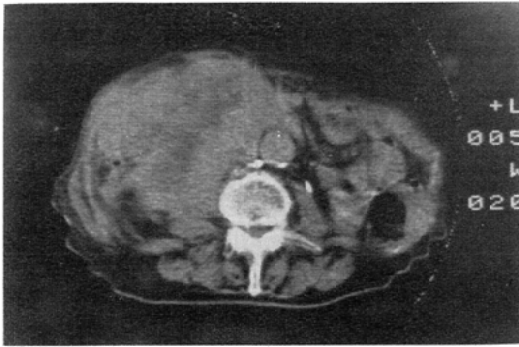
Case M. Retroperitoneal tumor (Neurofibroma). O.Y. a 73-year-old man with a abdominal tumor Two years after the resection of neurofibroma, recurrent huge multiloculated tumor fills the large part of the abdominal cavity in the CT image.
